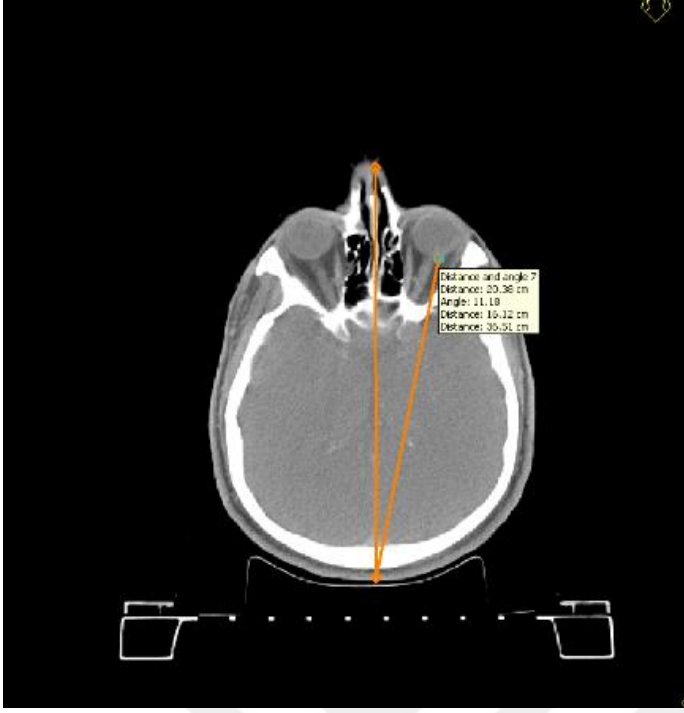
'MI' yöntemiyle yapılan füzyonda, BT görüntüsünde 2.referans noktada Y uzunluğunun ölçümü.
